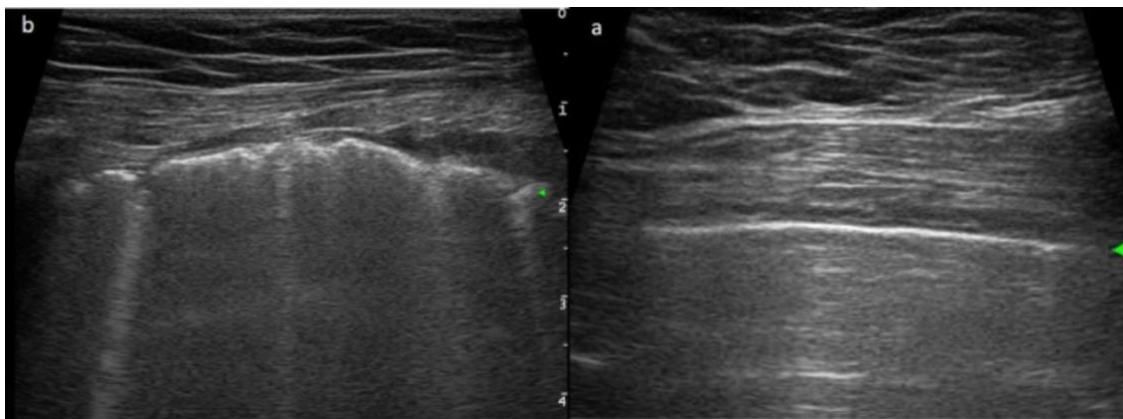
Caratteristiche ecografiche del polmone normale e della polmonite COVID-19. (a) Aspetto ecografico normale del polmone. Linea pleurica (linea orizzontale iperecogena, punta di freccia verde) e molteplici riverberi orizzontali della linea pleurica (linee A). (b) Polmonite interstiziale grave e aspetto ecografico della ARDS. La punta di freccia verde indica una linea pleurica irregolare; le linee verticali indicano più linee B sfocate.<sup>(15)</sup>
